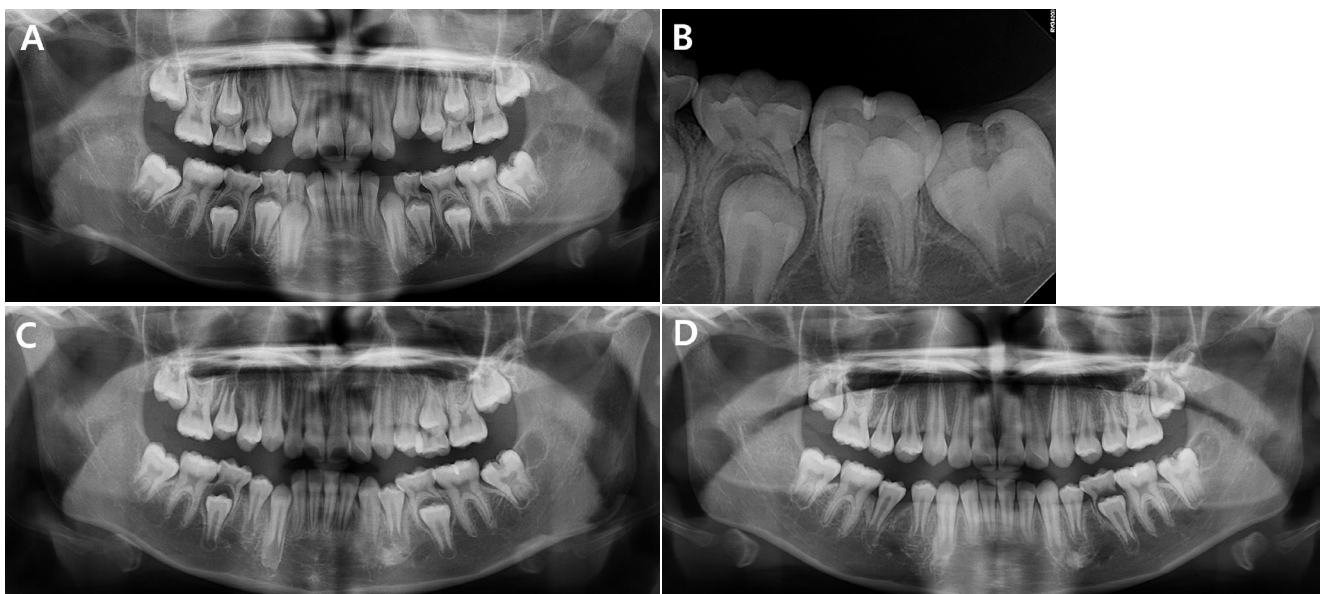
Preoperative radiographs. A radiolucent lesion is observed in the coronal portion of tooth #37. A. Panoramic view at the initial visit. B. Periapical view at the initial visit. C. Panoramic radiographs taken during the follow-up period. At 6 months, an eruptive pattern of tooth #37 is observed. D. At 12 months, tooth #47 begins to emerge through the gingiva.
